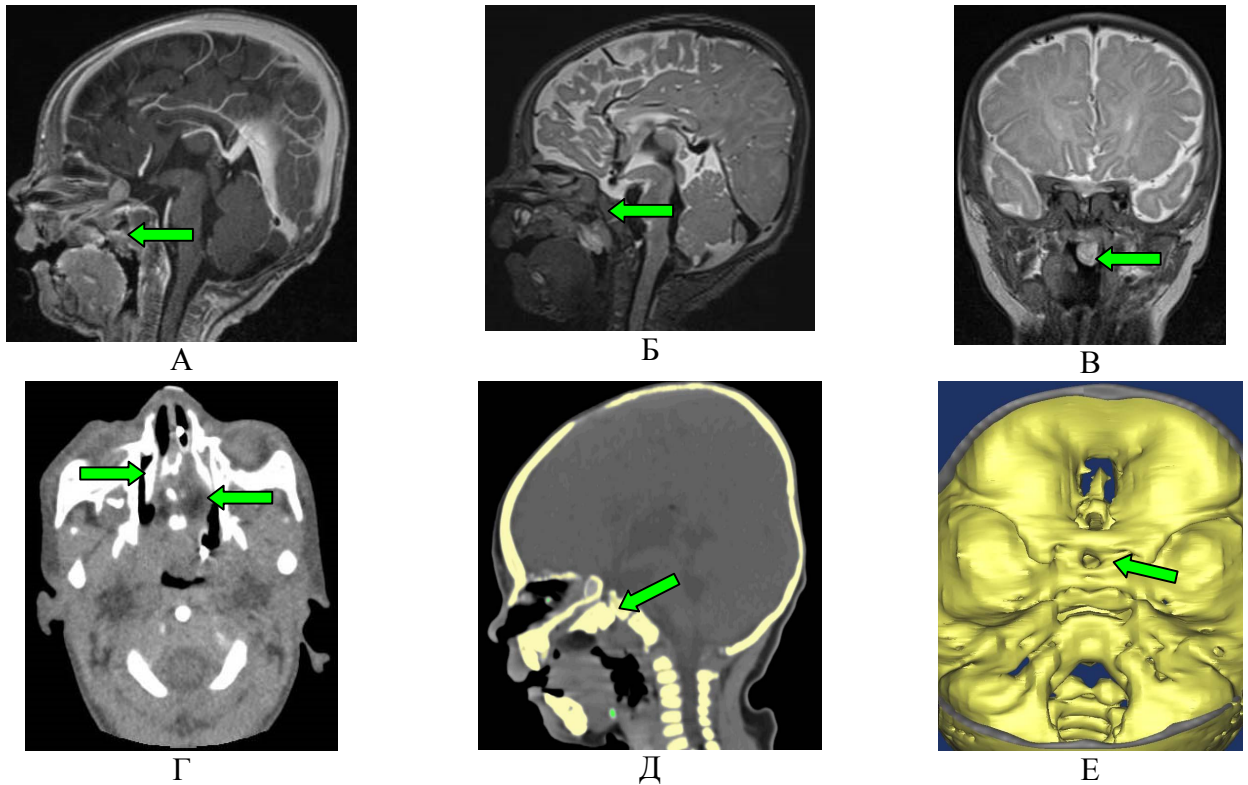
Пациент Г-в, 11 мес. А - МРТ-изображение черепа пациента с объёмным образованием носо- и ротоглотки. Сагиттальный срез в T1 режиме с контрастным усилением. Стрелкой указано объёмное образование в области носо и ротоглотки, Б - МРТ-изображение черепа пациента на сагиттальном срезе в T2 режиме стрелкой указан ликвор в проекции костного канала, заканчивающегося в области объёмного образования, В - МРТ-изображение черепа пациента на фронтальном срезе в T2 режиме, стрелкой указано объёмное образование в области носо- и ротоглотки, Г - КТ-изображение черепа пациента, стрелками на аксиальном срезе указана обтурация носо и ротоглотки объёмным образованием, деформация структур носовой полости, Д - КТ-изображение черепа пациента, на сагиттальном срезе стрелкой указан костный канал, Е - 3D-реконструкция черепа пациента, стрелкой указано внутреннее отверстие костного канала основания черепа
